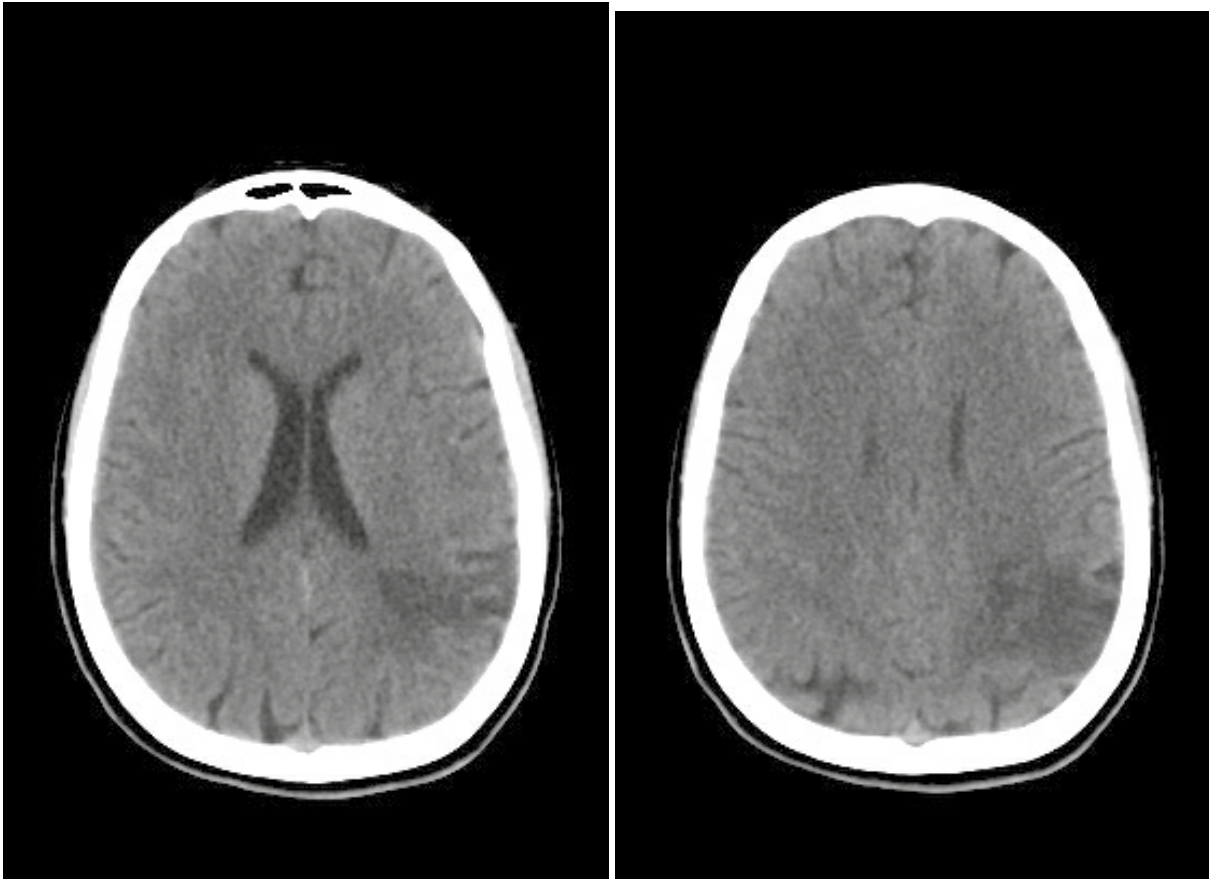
Brain Tomography: Large Hypodensity in Left Parietal Area
